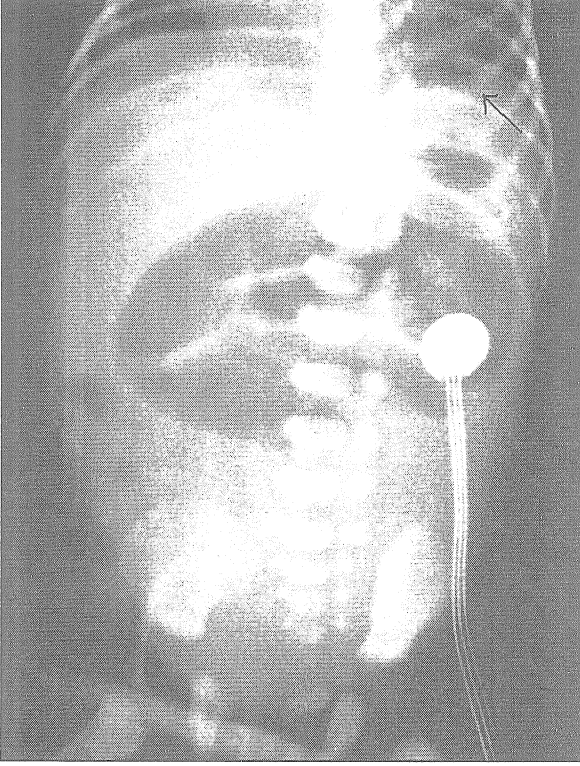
Altıncı olgunun ayakta direk karın grafisinde diyafram altı serbest hava
